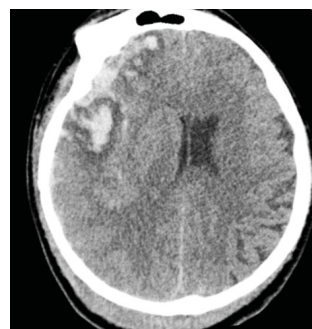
Клиническое наблюдение 4. МСКТ головы, мягкотканый режим, через сутки после травмы – отрицательная динамика в виде увеличения размеров контузионных очагов и субдуральной гематомы
